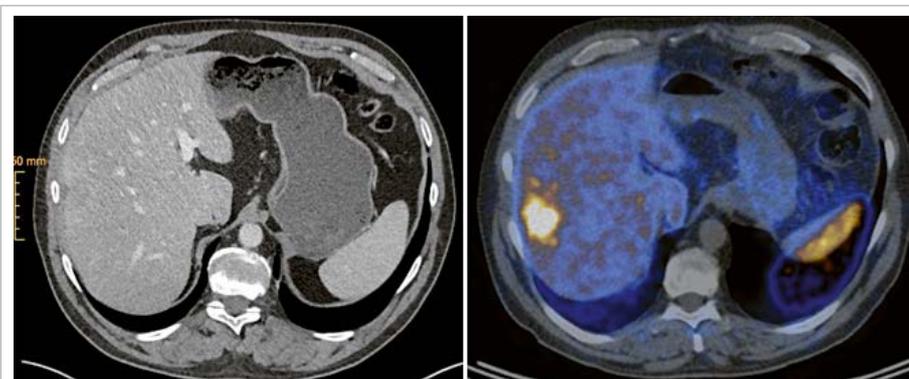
Lebermetastase eines Dünndarm-NET, CT und 68Ga-DOTATATE-PET (Quelle:Radiologie LUKS)
